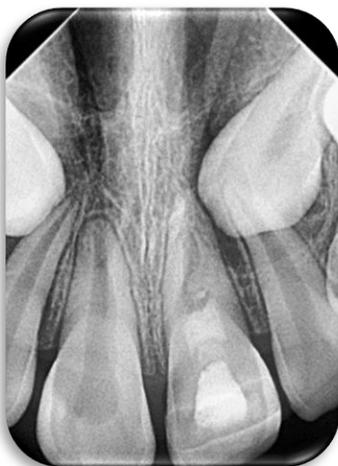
Radiografía de control a los 14 meses.
